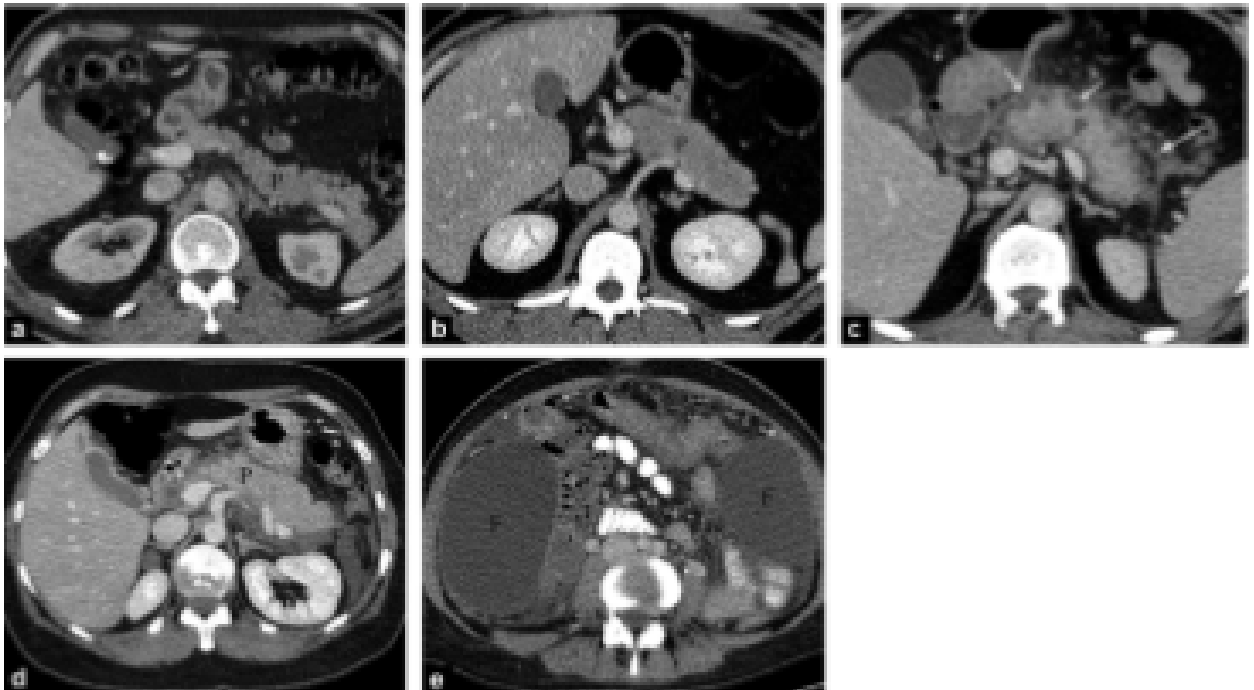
Système de cotation par TDM de Balthazar [63]
